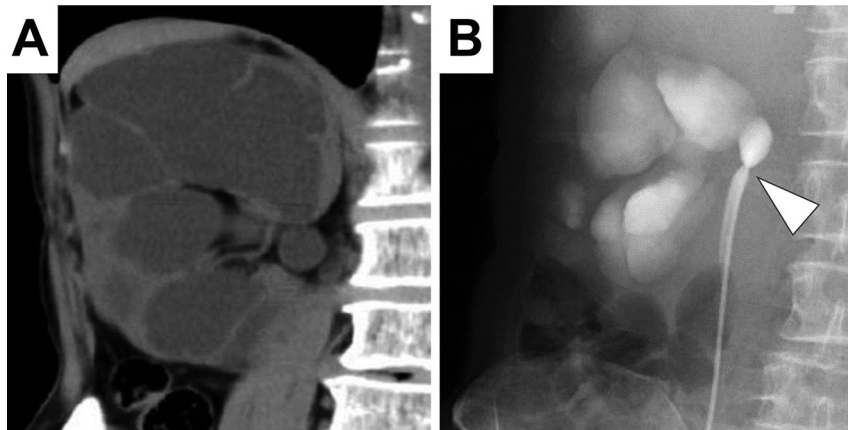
A. Preoperative CT showed severe hydronephrosis, small extrarenal pelvis and thin renal parenchyma around the lower calyx. B. Retrograde pyelogram showed stenotic pelviureteric junction (White triangle).
